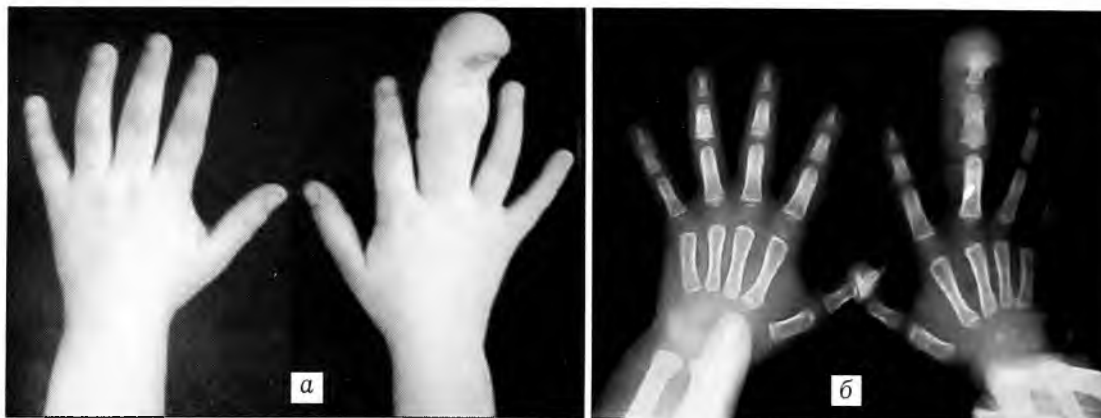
Внешний вид (а) и рентгенограмма (б) кистей больной С. 7 лет с врожденным гигантизмом III и IV пальцев правой и IV пальца левой кисти, 2-я форма.
